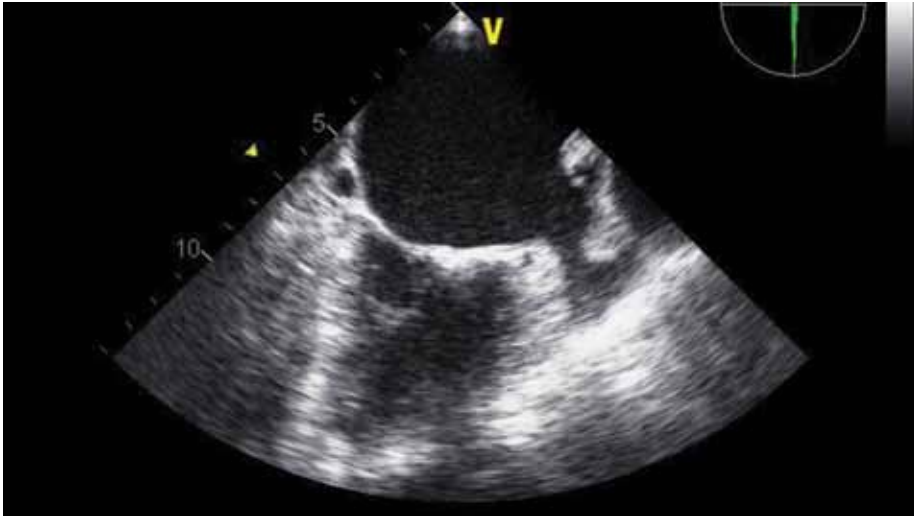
Ecocardiograma Transesofágico: trombo no apêndice auricular esquerdo.
